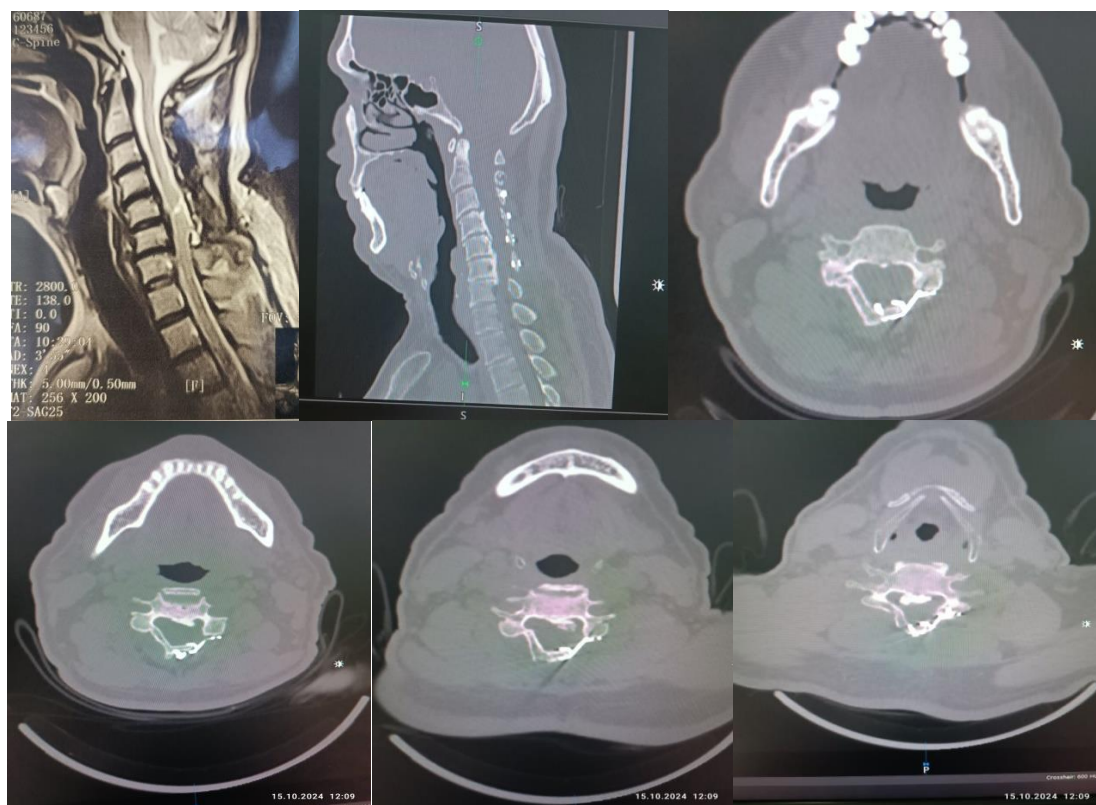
Пациент, мужчина 50 лет после ламинопластики. На МРТ и КТ снимках показана расширения позвоночного канала после ламинопластики VC3-VC6. Также отмечается участок миелопатии на уровне C5.
